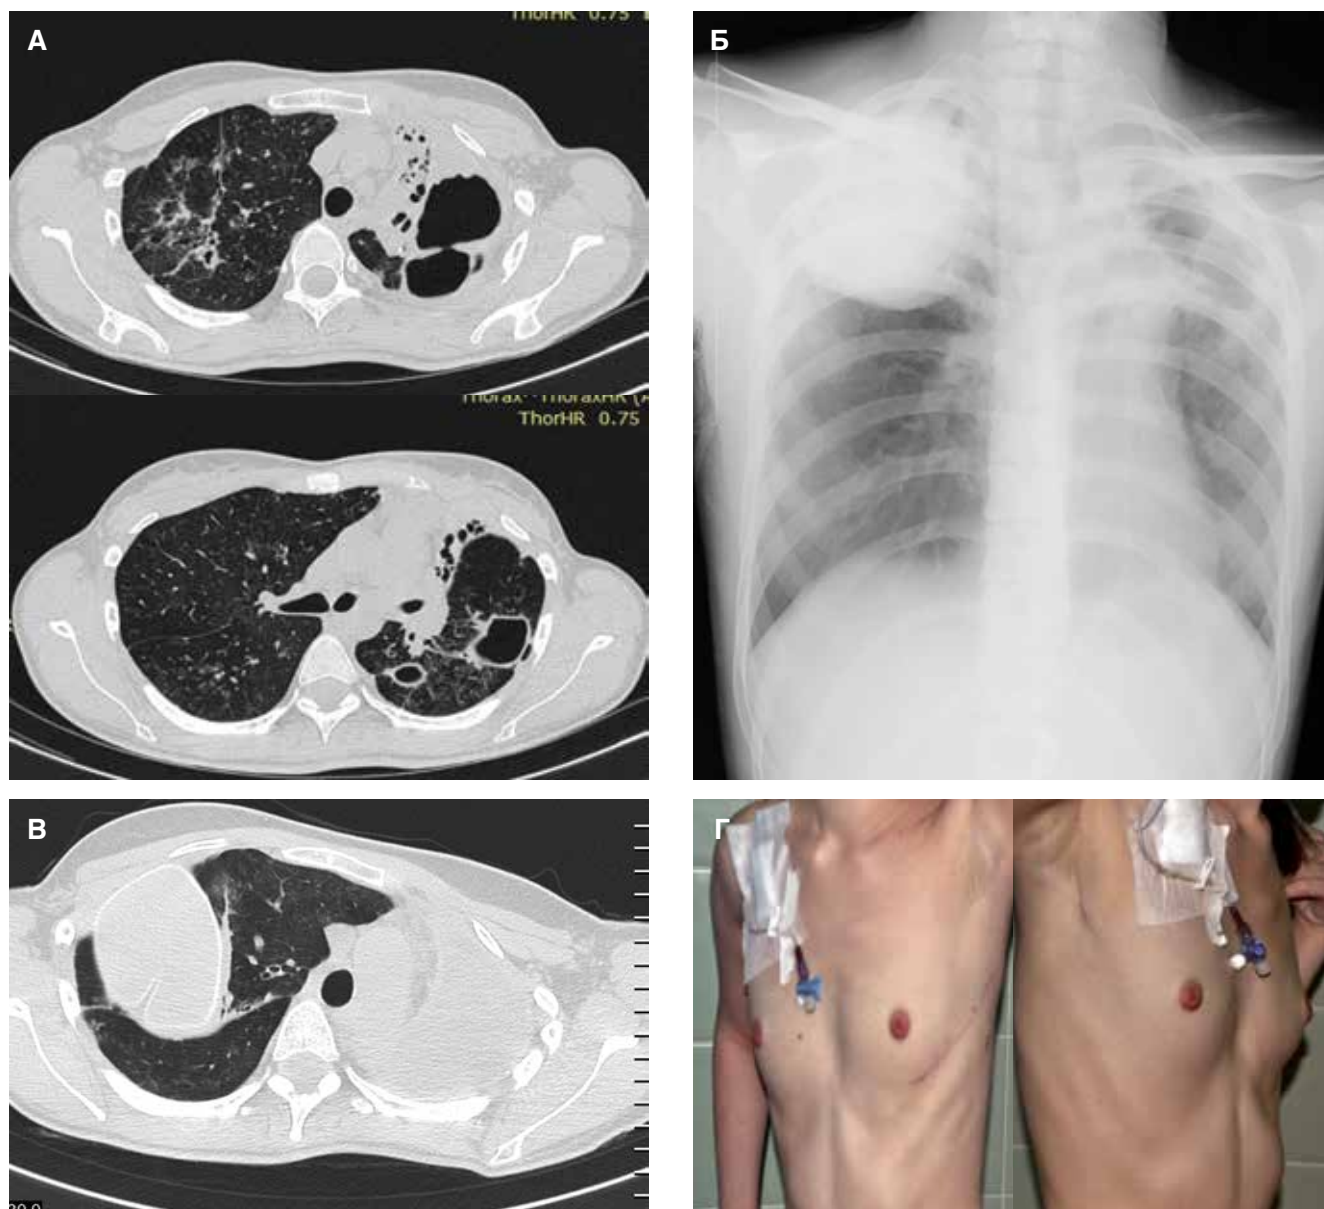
Рентгеновское обследование больной Л., 29 лет с двусторонним ФКТ, МЛУ МБТ. А. КТ ОГП до операции. Б. Обзорная рентгенограмма через 30 дней после ЭПСИ справа (1-й этап). В – через 36 дней после плеврорезектомии слева (2-й этап). Г – внешний вид пациентки через 1,5 мес. после завершения 2-этапного хирургического лечения, деформации грудной клетки нет
